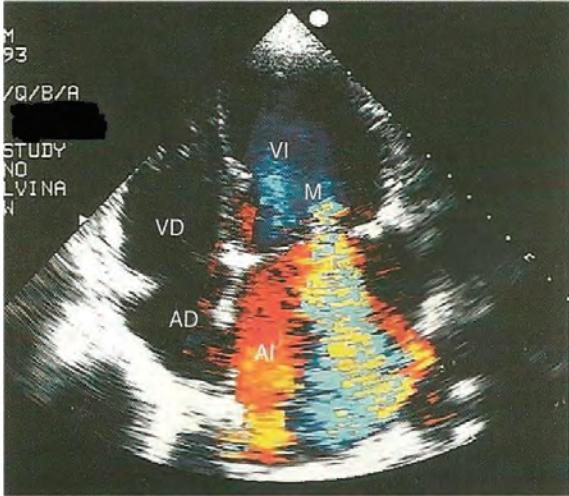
Vista apical 4 cámaras de un paciente con insuficiencia mitral severa de etiología reumática con mosaico central que ocupa techo de aurícula izquierda. Se puede apreciar isoconvergencia en la cara ventricular de la valvula mitral. VI: ventrículo Izquierdo, AI: aurícula izquierda, VD: ventrículo derecho, AD; aurícula derecha, M: valvula mitral
